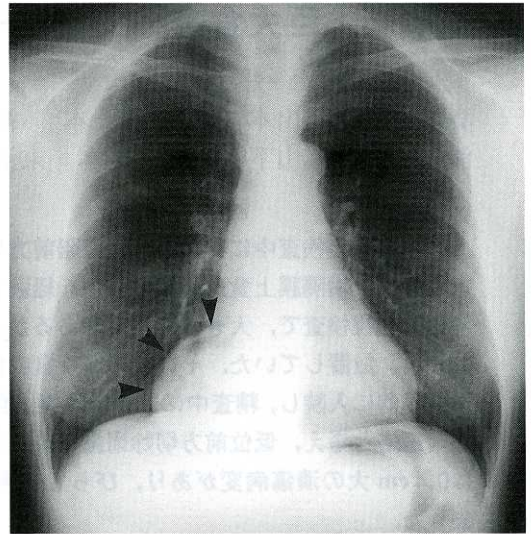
Chest radiograph revealed a cavital lesion with a niveau 7.0 cm in diameter with well defined margins in the right lower lung field extended from the cardiac shadow (arrow heads).
